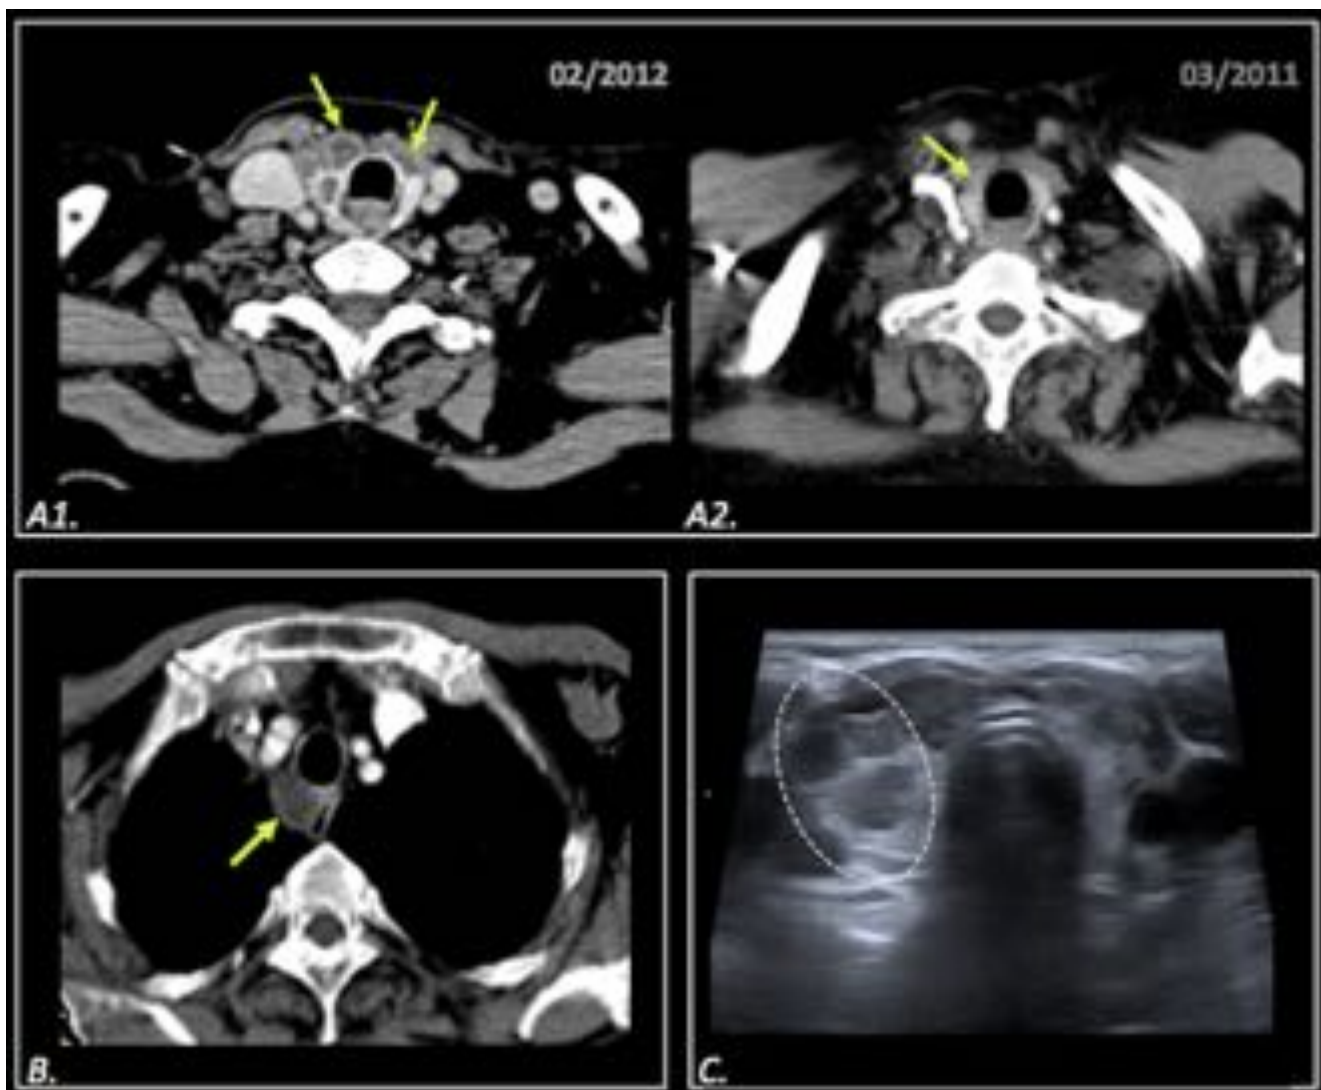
Mujer de 66 años con adenocarcinoma de colon hace 8 años. Estudio de control. A1) TC torácico mostrando nódulos sólidos hipodensos (flecha) en glándula tiroidea que no estaban presentes en el estudio previo realizado dos años antes (A2). B) Adenopatía paratraqueal derecha (flecha). C) Ecografía tiroidea mostrando nódulos hipoeoicos de predominio en lóbulo derecho (círculo). La citología del tiroides confirmó la presencia de metástasis de adenocarcinoma.
